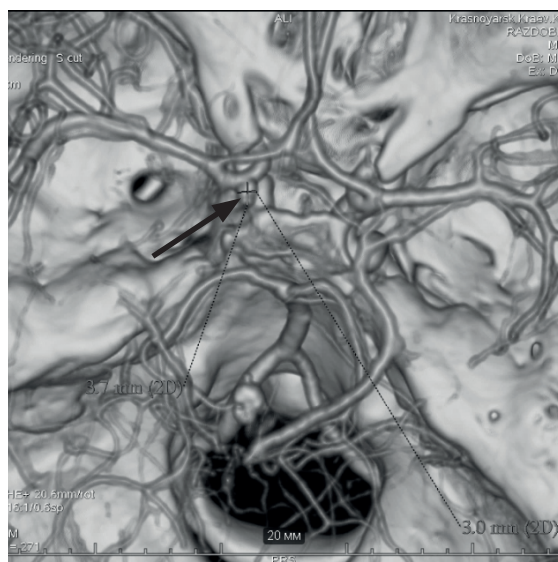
МСКТ-ангиография головного мозга пациента Р. Определяется аневризма коммунікантного сегмента левой ВСА (указана стрелкой)
